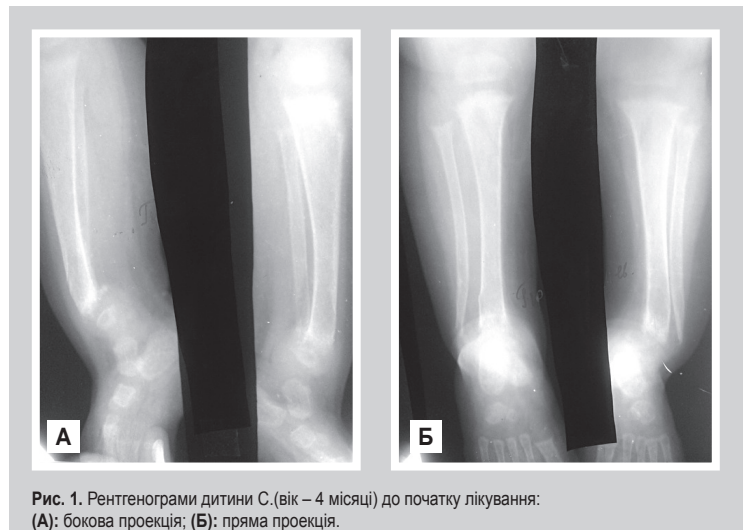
Рентгенограми дитини С. (вік – 4 місяці) до початку лікування: (А): бокова проекція; (Б): пряма проекція.
